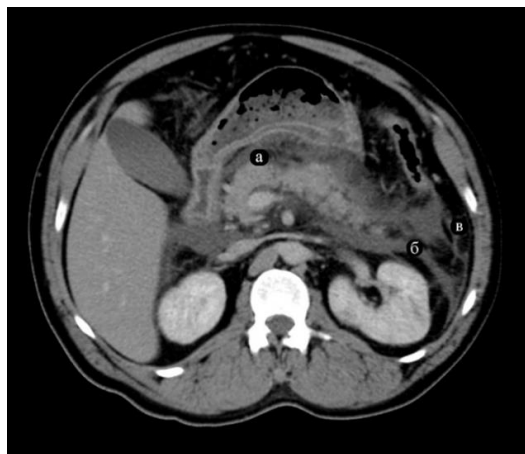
Комп'ютерна томограма органів черевної порожнини пацієнта Г.: а) ділянка некрозу тіла підшлункової залози; б) рідинне скупчення по передньому листку фасції Героти; в) ураження латерально-кутового простору (лівий канал).
